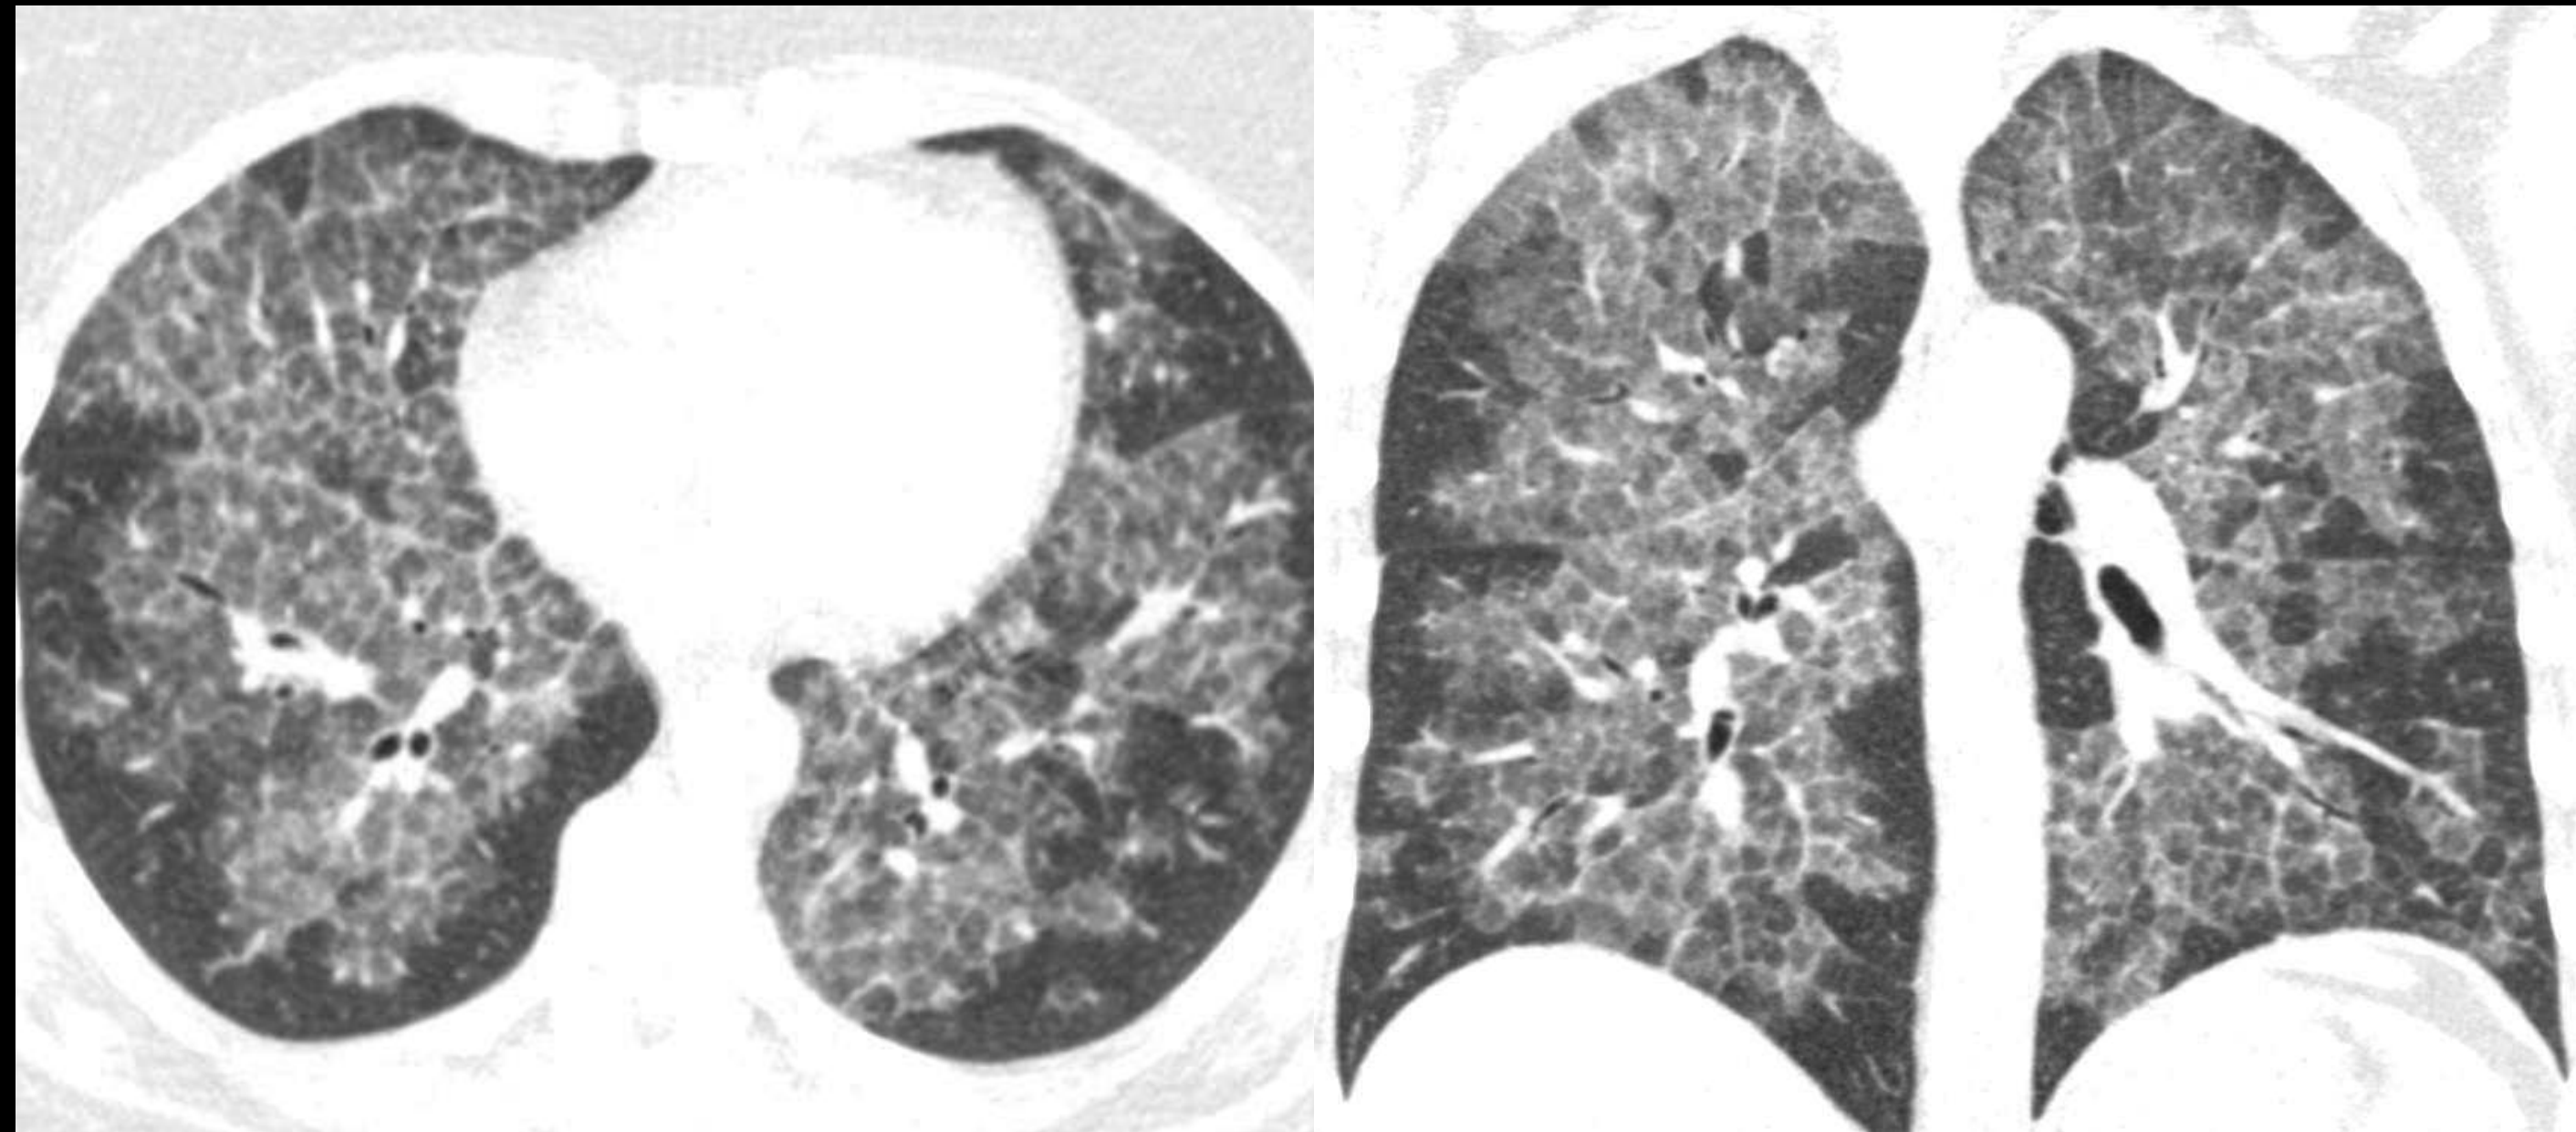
Hallazgos en TC de proteinosis alveolar pulmonar (PAP). Mismo paciente, cortes axial y coronal.
